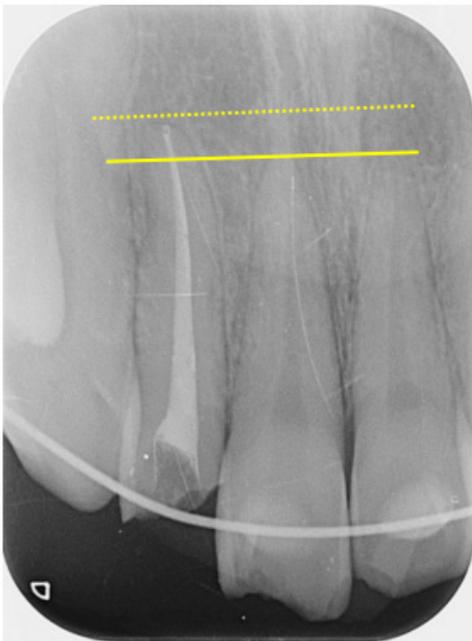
지르코니아 크라운 수복 후 임상사진과 4개월 후 임상 및 방사선사진
